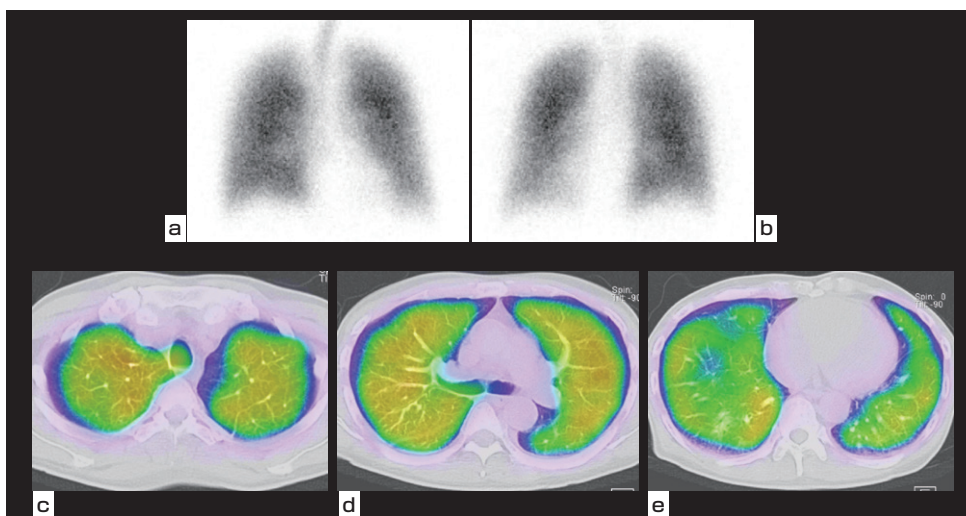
半年後肺換気シンチグラフィ画像 a.平面前面像 b. 平面後面像 c～e. SPECT/CT横断像
